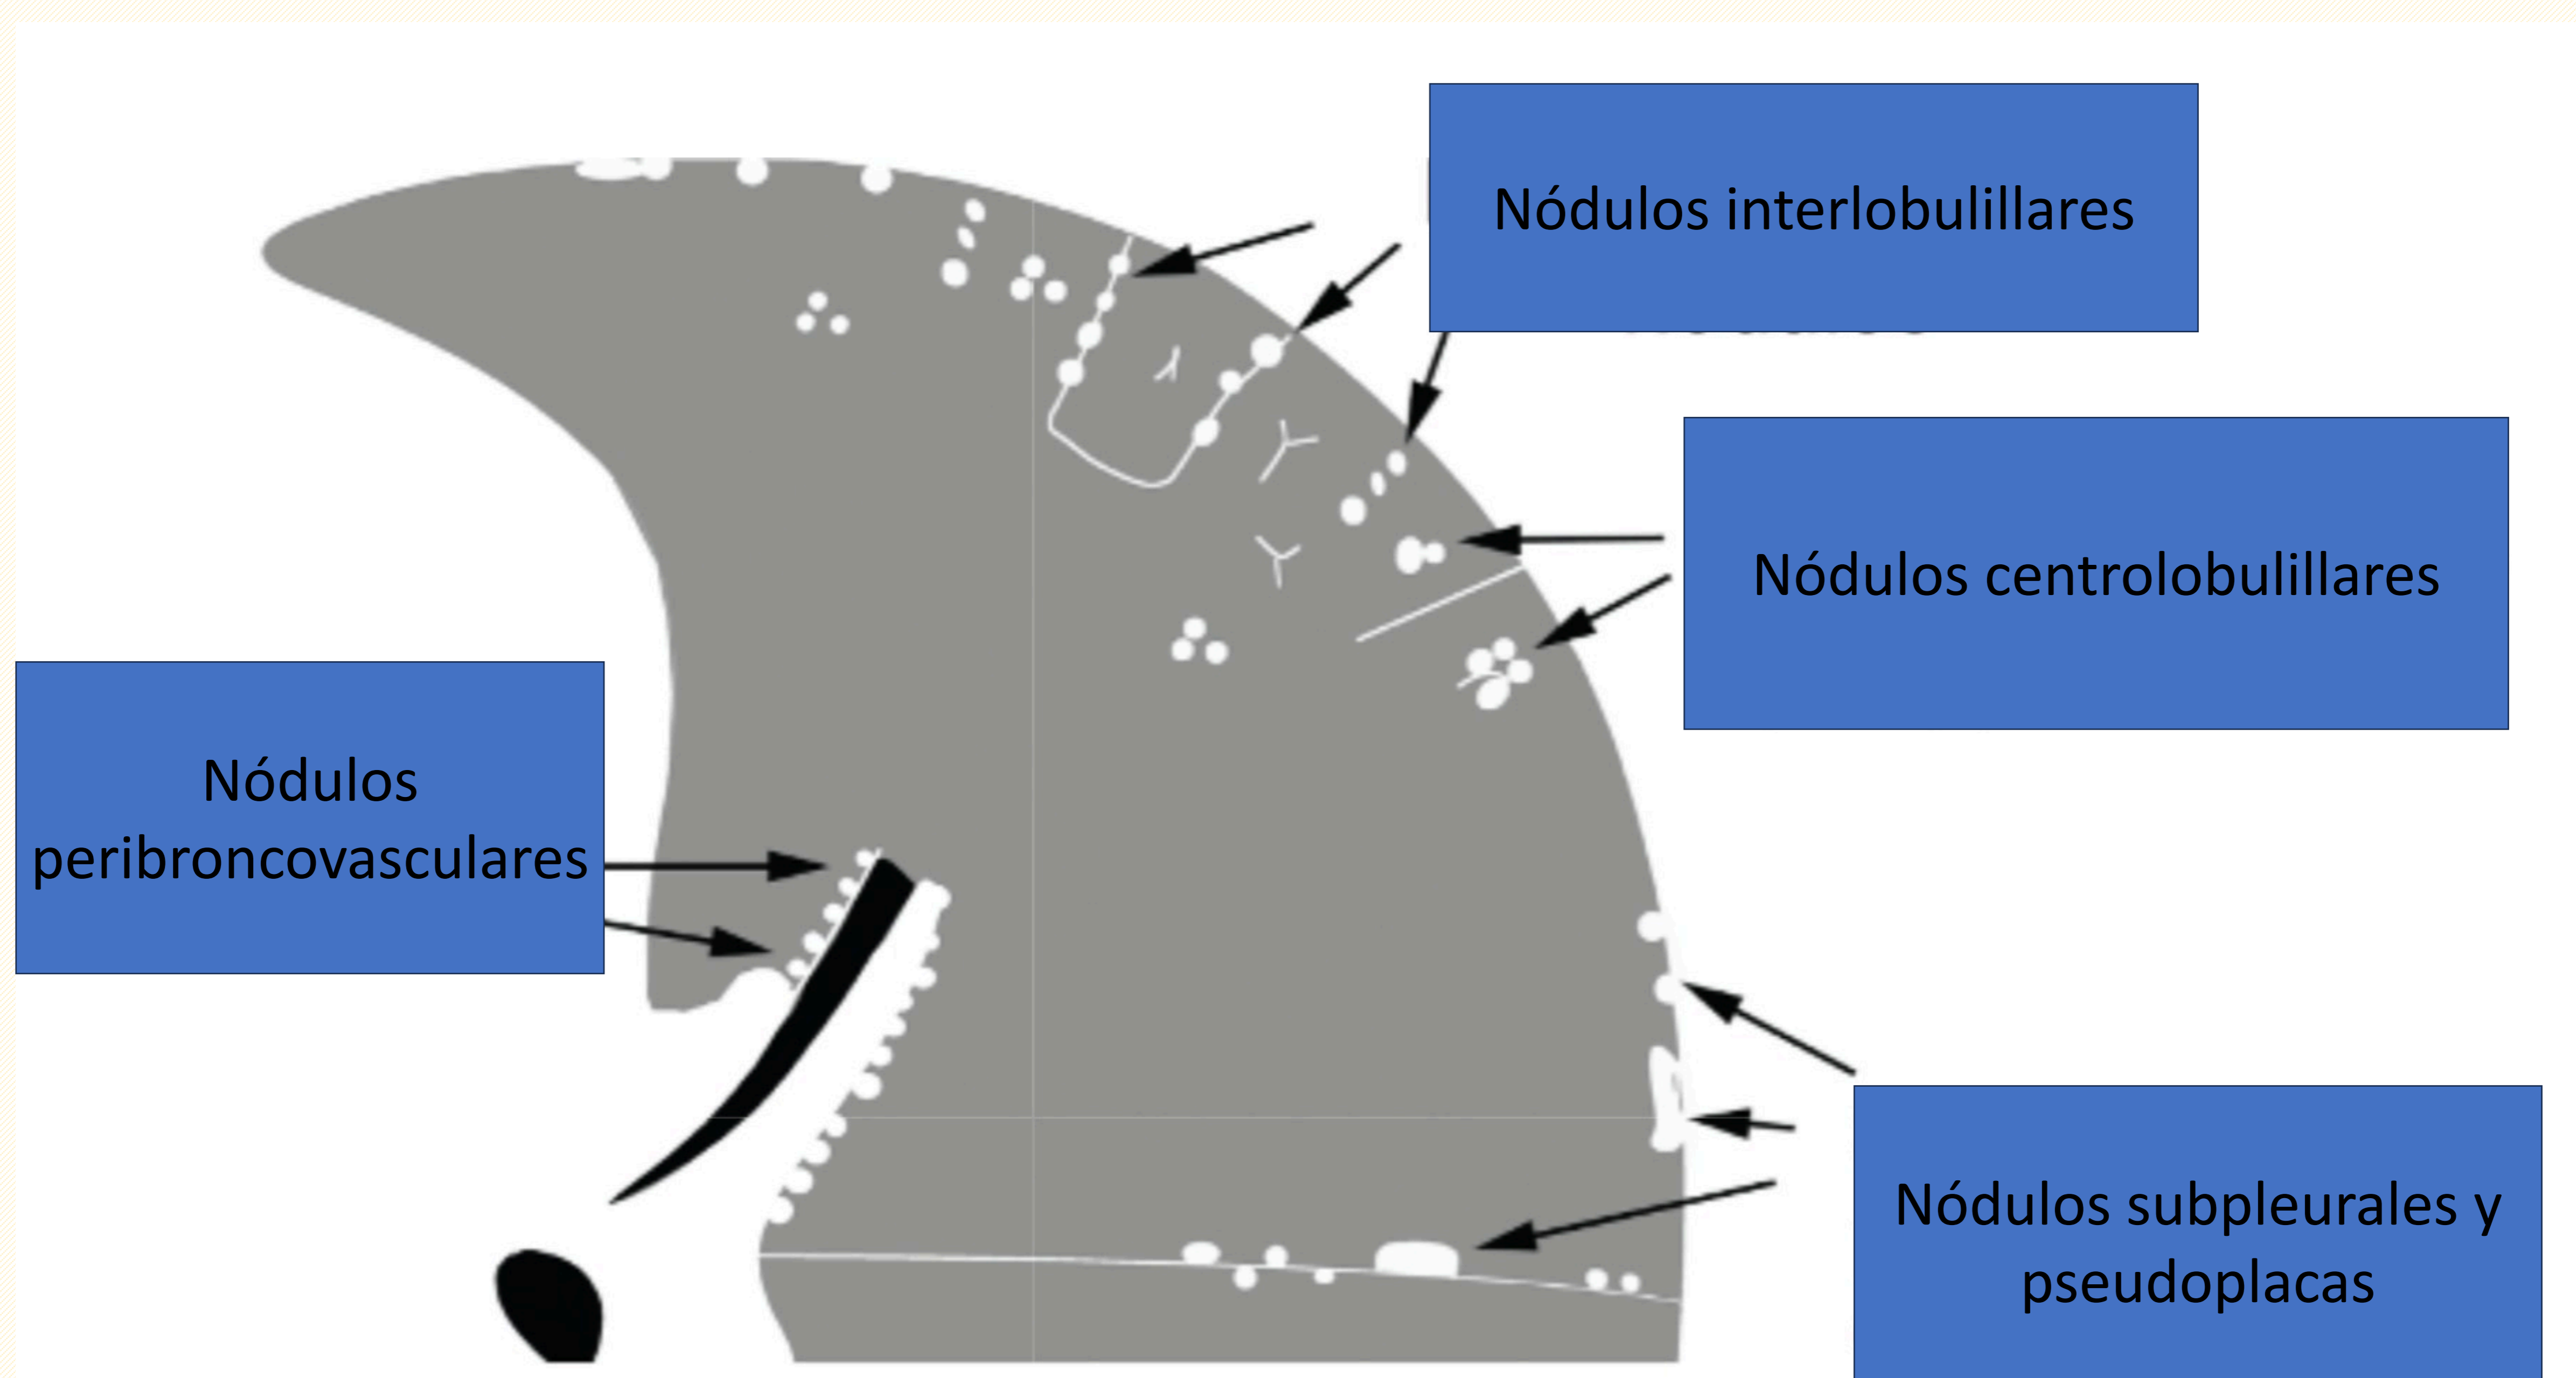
Imagen representativa de los diferentes patrones de afectación micronodular. High-resolution CT of the Lung. Weeb et al. 5a ed. Wolters Kluwer Heath, 2014.
